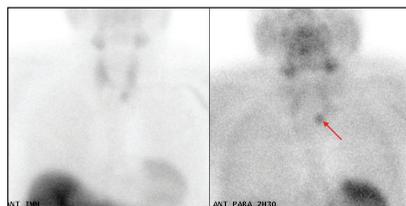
clichés planaires de scintigraphie parathyroïdienne au SESTAMIBI démontrant un adénome au pôle inférieur droit.
